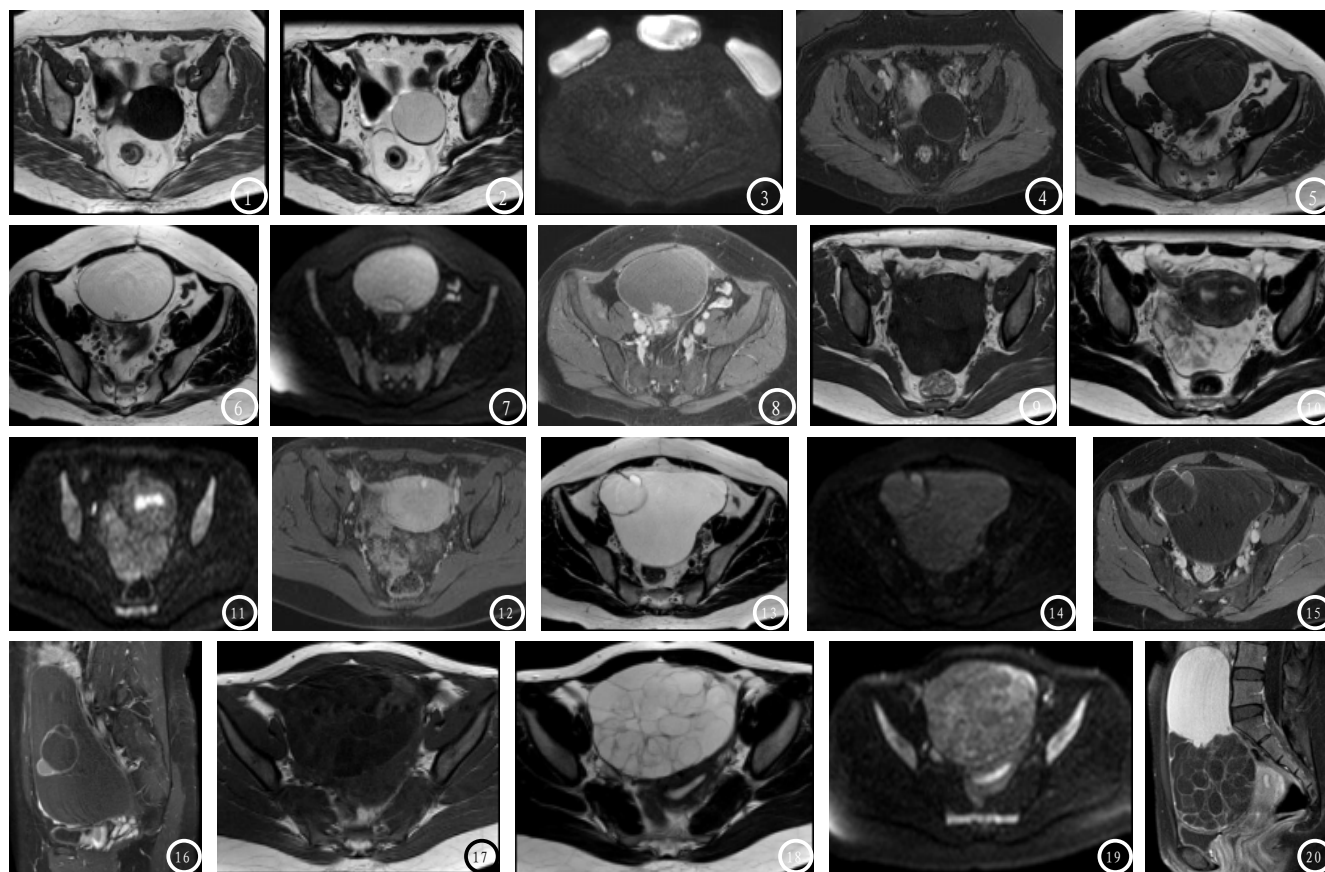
~4 浆液性囊腺瘤, 图1: T1WI: 低信号; 图2: T2WI: 高信号; 图3: DWI: 稍高信号; 图4: 增强: 囊壁强化。图5~8 浆液性交界性囊腺瘤, 图5: T1WI: 囊、壁结节为等、低信号; 图6: T2WI: 囊高、壁结节低信号; 图7: DWI: 高信号; 图8: 增强: 壁与结节强化。图9~12 浆液性交界性囊腺瘤伴癌变, 图9: T1WI: 实性部分不均低信号; 图10: T2WI: 高、低混杂信号; 图11: DWI: 稍高不均信号; 图12: 增强: 不均强化。图13~16 黏液性囊腺瘤, 图13: T2WI: 多囊高信号; 图14: DWI: 稍高信号; 图15: T1增强: 囊壁及隔强化。图16: 延时增强相: 囊壁及隔仍强化。图17~20 黏液性交界性囊腺瘤, 图17: T1WI: 多囊等、低混杂信号; 图18: T2WI: 不均高信号; 图19: DWI: 不均高信号。图20: T1增强: 实性部分与囊壁、分隔强化。
